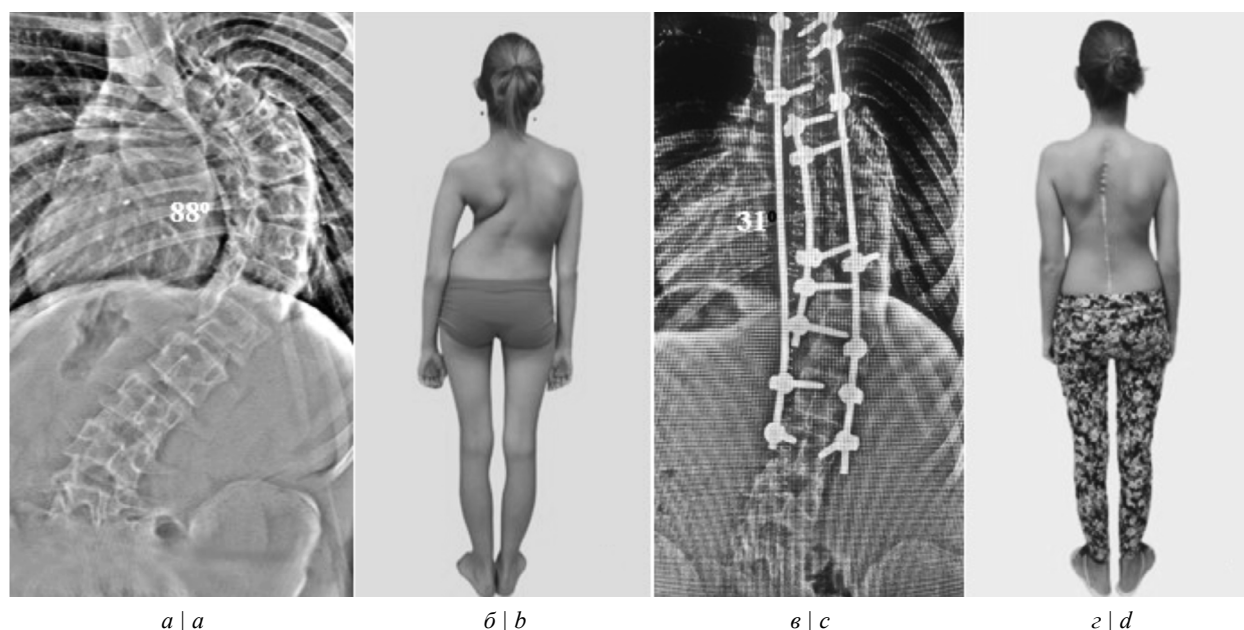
Внешний вид больной К., 15 лет, сзади и рентгенограммы во фронтальной плоскости.
